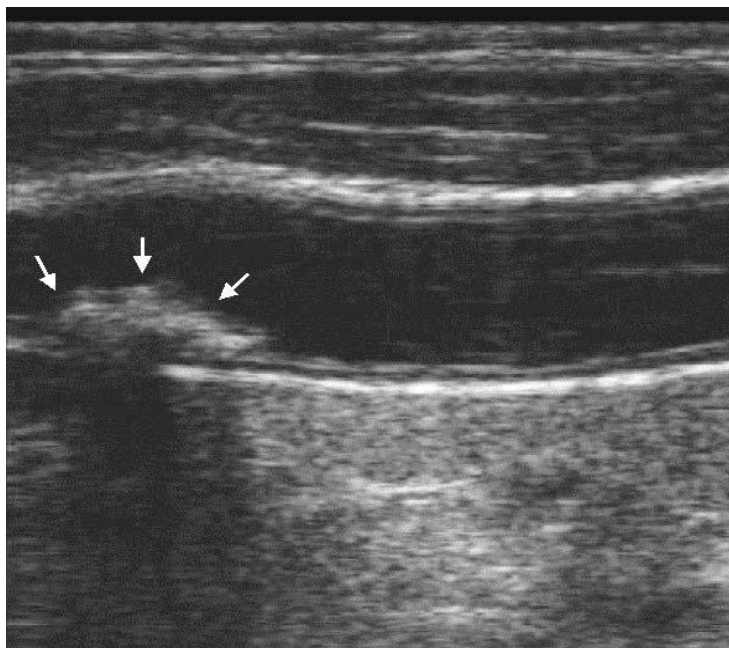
Ecografía en modo B. Placa hiperecogénica (flechas) en la pared posterior de la carótida primitiva izquierda pre-bifurcación, con calcificación clara que causa sombra acústica posterior. Fuente: ROS E, ET AL. Referencia 15
